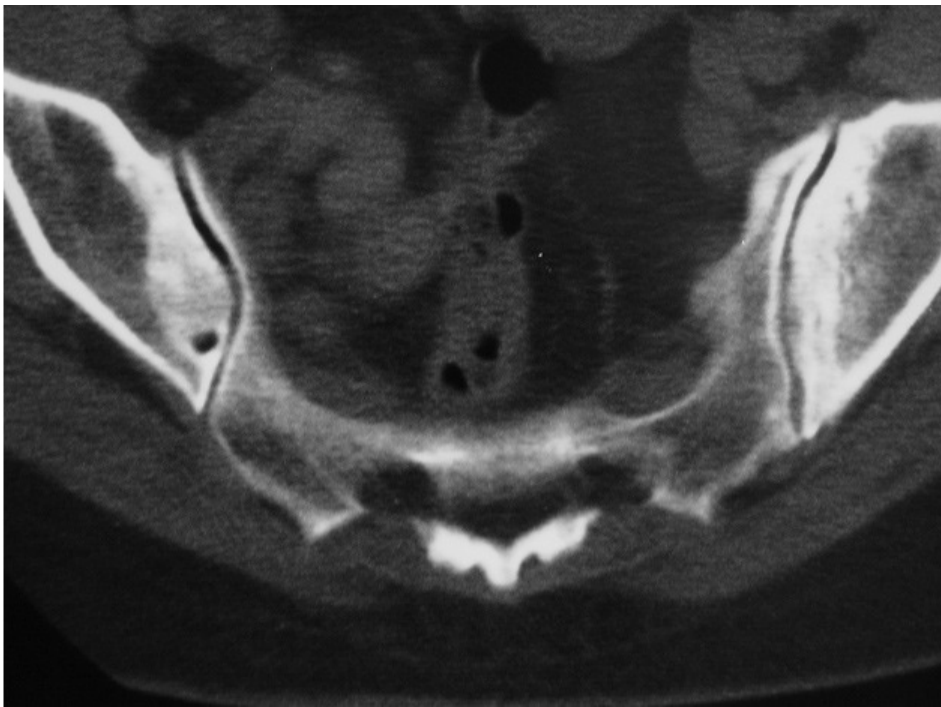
TC sacroilíacas: sacroileitis bilateral con esclerosis predominante en el hueso ilíaco
